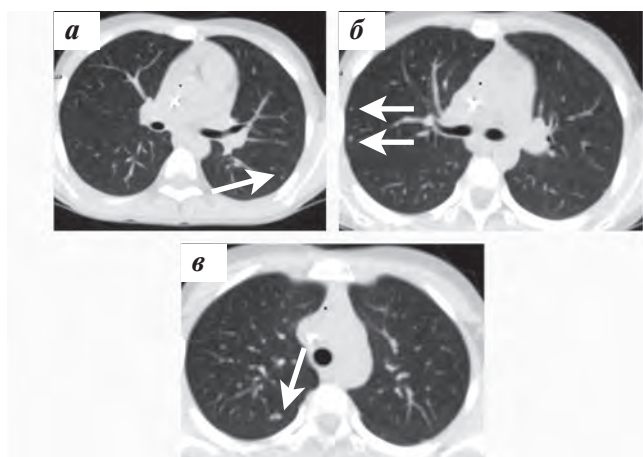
Первичная КТ ОГК с очагами в правом и левом легком (указаны стрелками)
